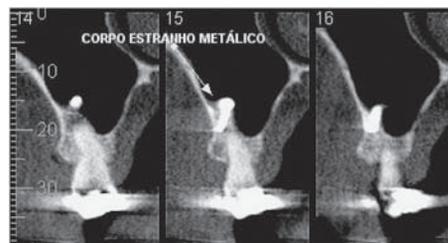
Tomografia computadorizada Cone-Beam mostrando que o corpo estranho (seta) encontra-se parcialmente no interior do seio maxilar e parcialmente no rebordo alveolar.
